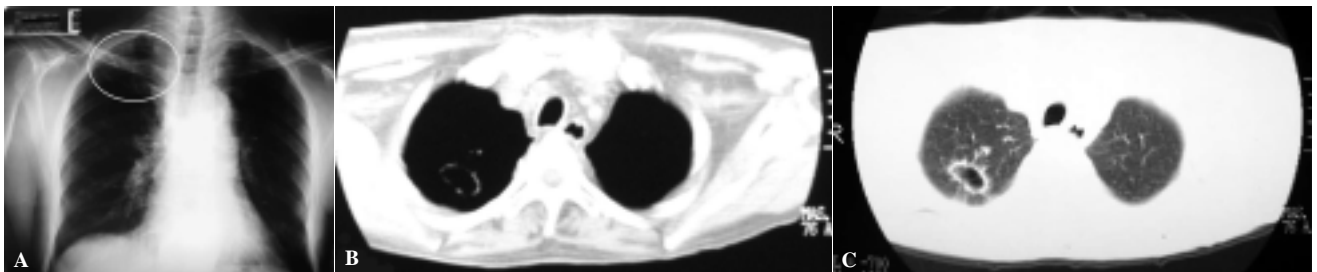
(A, B y C). Caso 8: Correlación de Imágenes de TTx donde apenas perceptible se delimita imagen de cavitación apical derecha y que en la TC, cortes axiales, ventanas mediastinal y pulmonar; se delimita con precisión dicha imagen confirmando la presencia de lesión cavitada única, sin afectación parenquimatosa adyacente, y que corresponde a Tb pulmonar.
